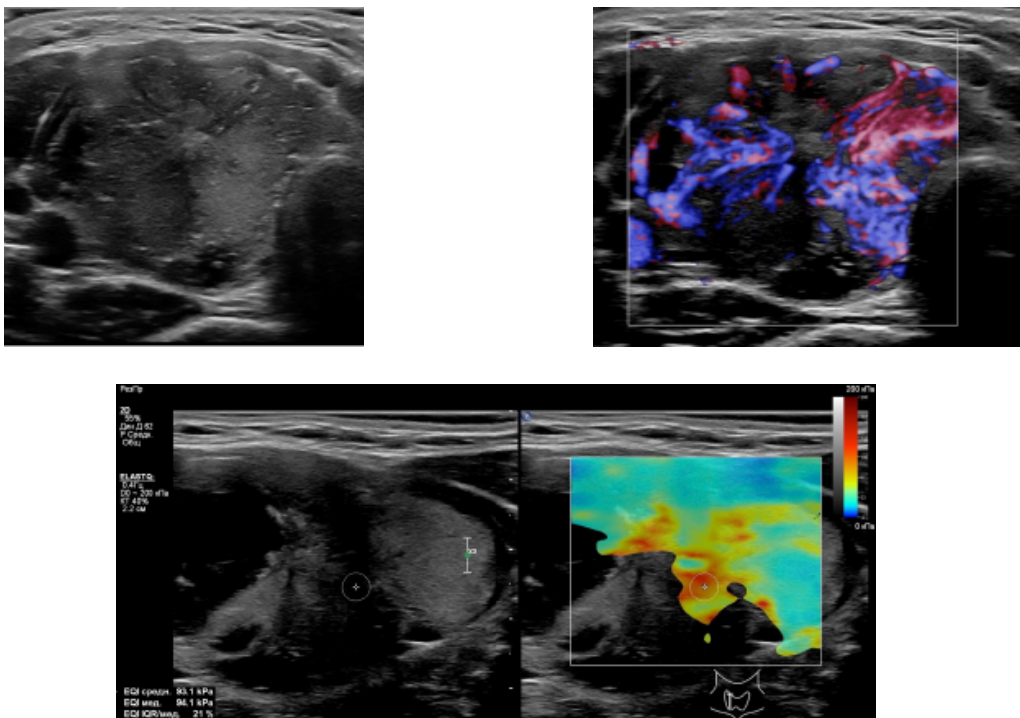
УЗИ ЩЖ (В-режим, ЭД и соноэластография): узел правой доли через 10 лет после ИЛФ (исходный размер 42x29x27 мм). Неоднородность структуры узла, центральная зона неоднородна, имеет структуру, отличную от остальной ткани узла. При ЭД – центральная аваскулярная зона и направленный ход сосудов от центра к периферии. При соноэластографии показатель эластичности 94,1 кПа, что соответствует очень высокой жесткости. Рост узла ЩЖ произошел за счет жидкостного компонента и жизнеспособной ткани в нижнем полюсе узла.
